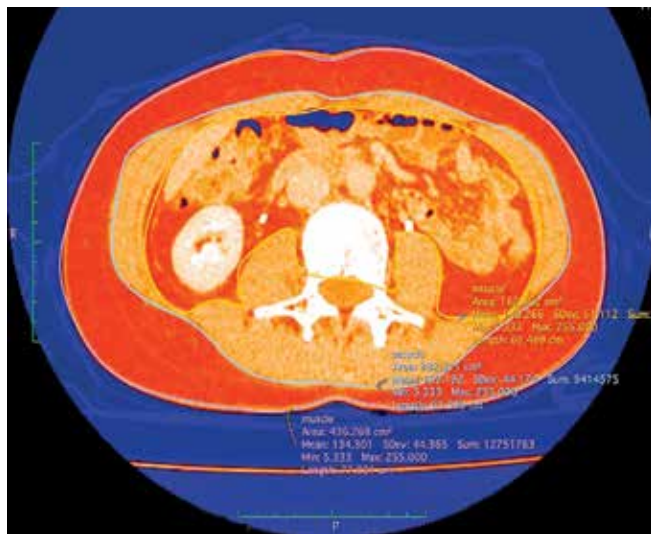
Оценка саркопении на уровне позвонка L<sub>3</sub> по данным компьютерной томографии
